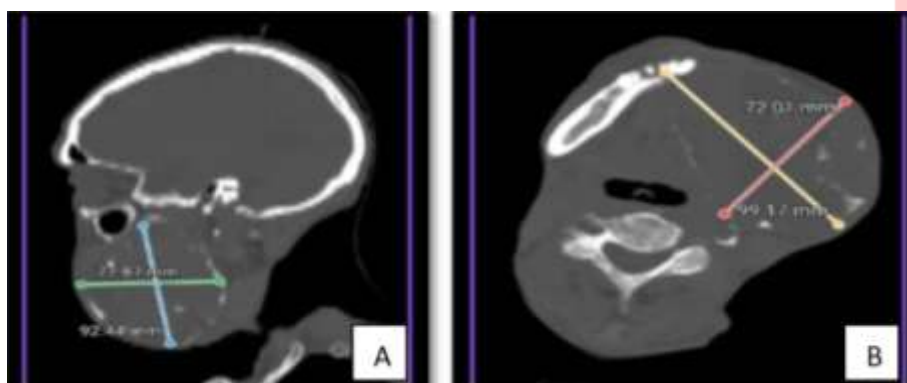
Cortes de TAC (A: sagital, B: axial) que muestran la lesión osteolítica multiloculada en mandíbula izquierda.
